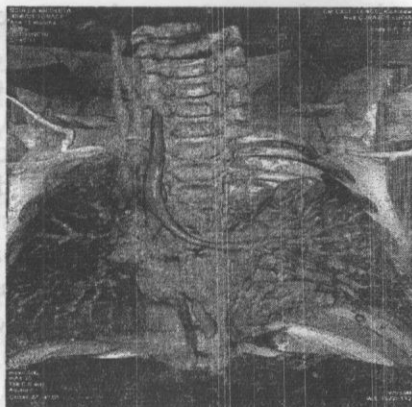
TC a cutiei toracice cu reconstrucție 3D.
